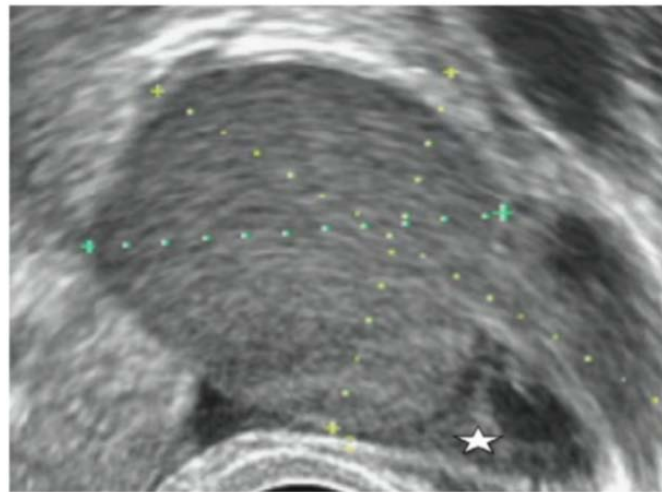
Échographie par voie endovaginale. Kyste ovarien complexe, avec un contenu hyperéchogène, dit en « verre dépoli », très évocateur d'un endométriome, chez une patiente de 32 ans, connue pour endométriose. Étoile : ovaire. (90)
